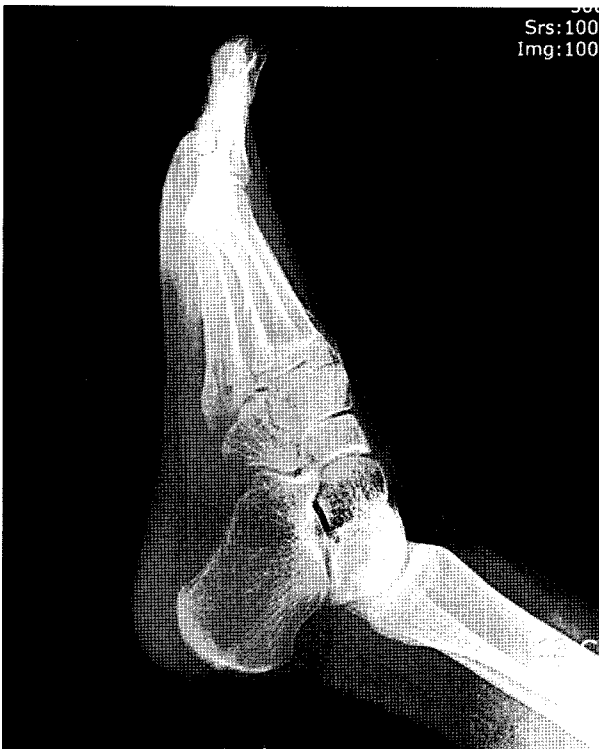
Plain lateral radiograph of left foot shows no bony abnormality.
